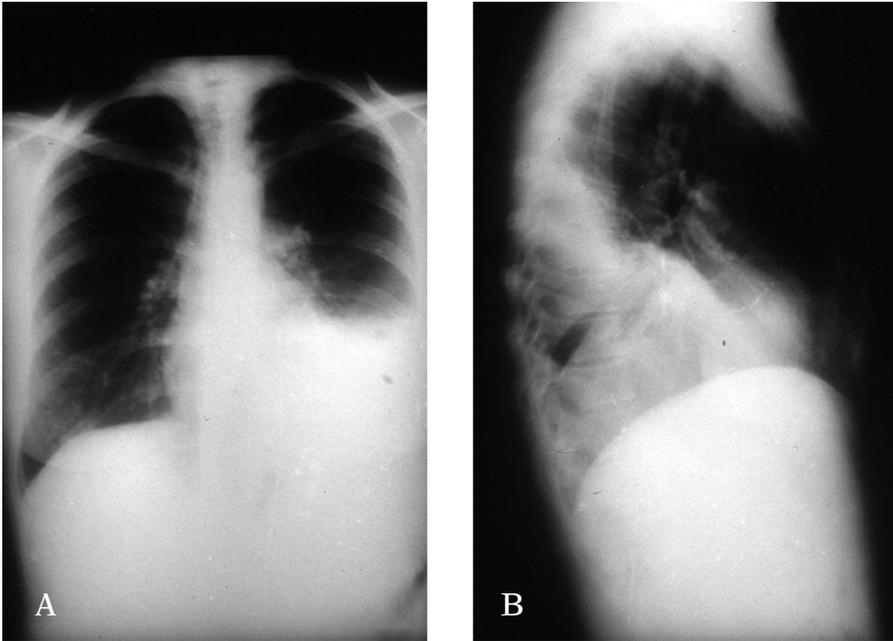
Radiografía posteroanterior (A) y lateral de tórax (B), en la que se observa foco de condensación pulmonar y derrame pleural.
